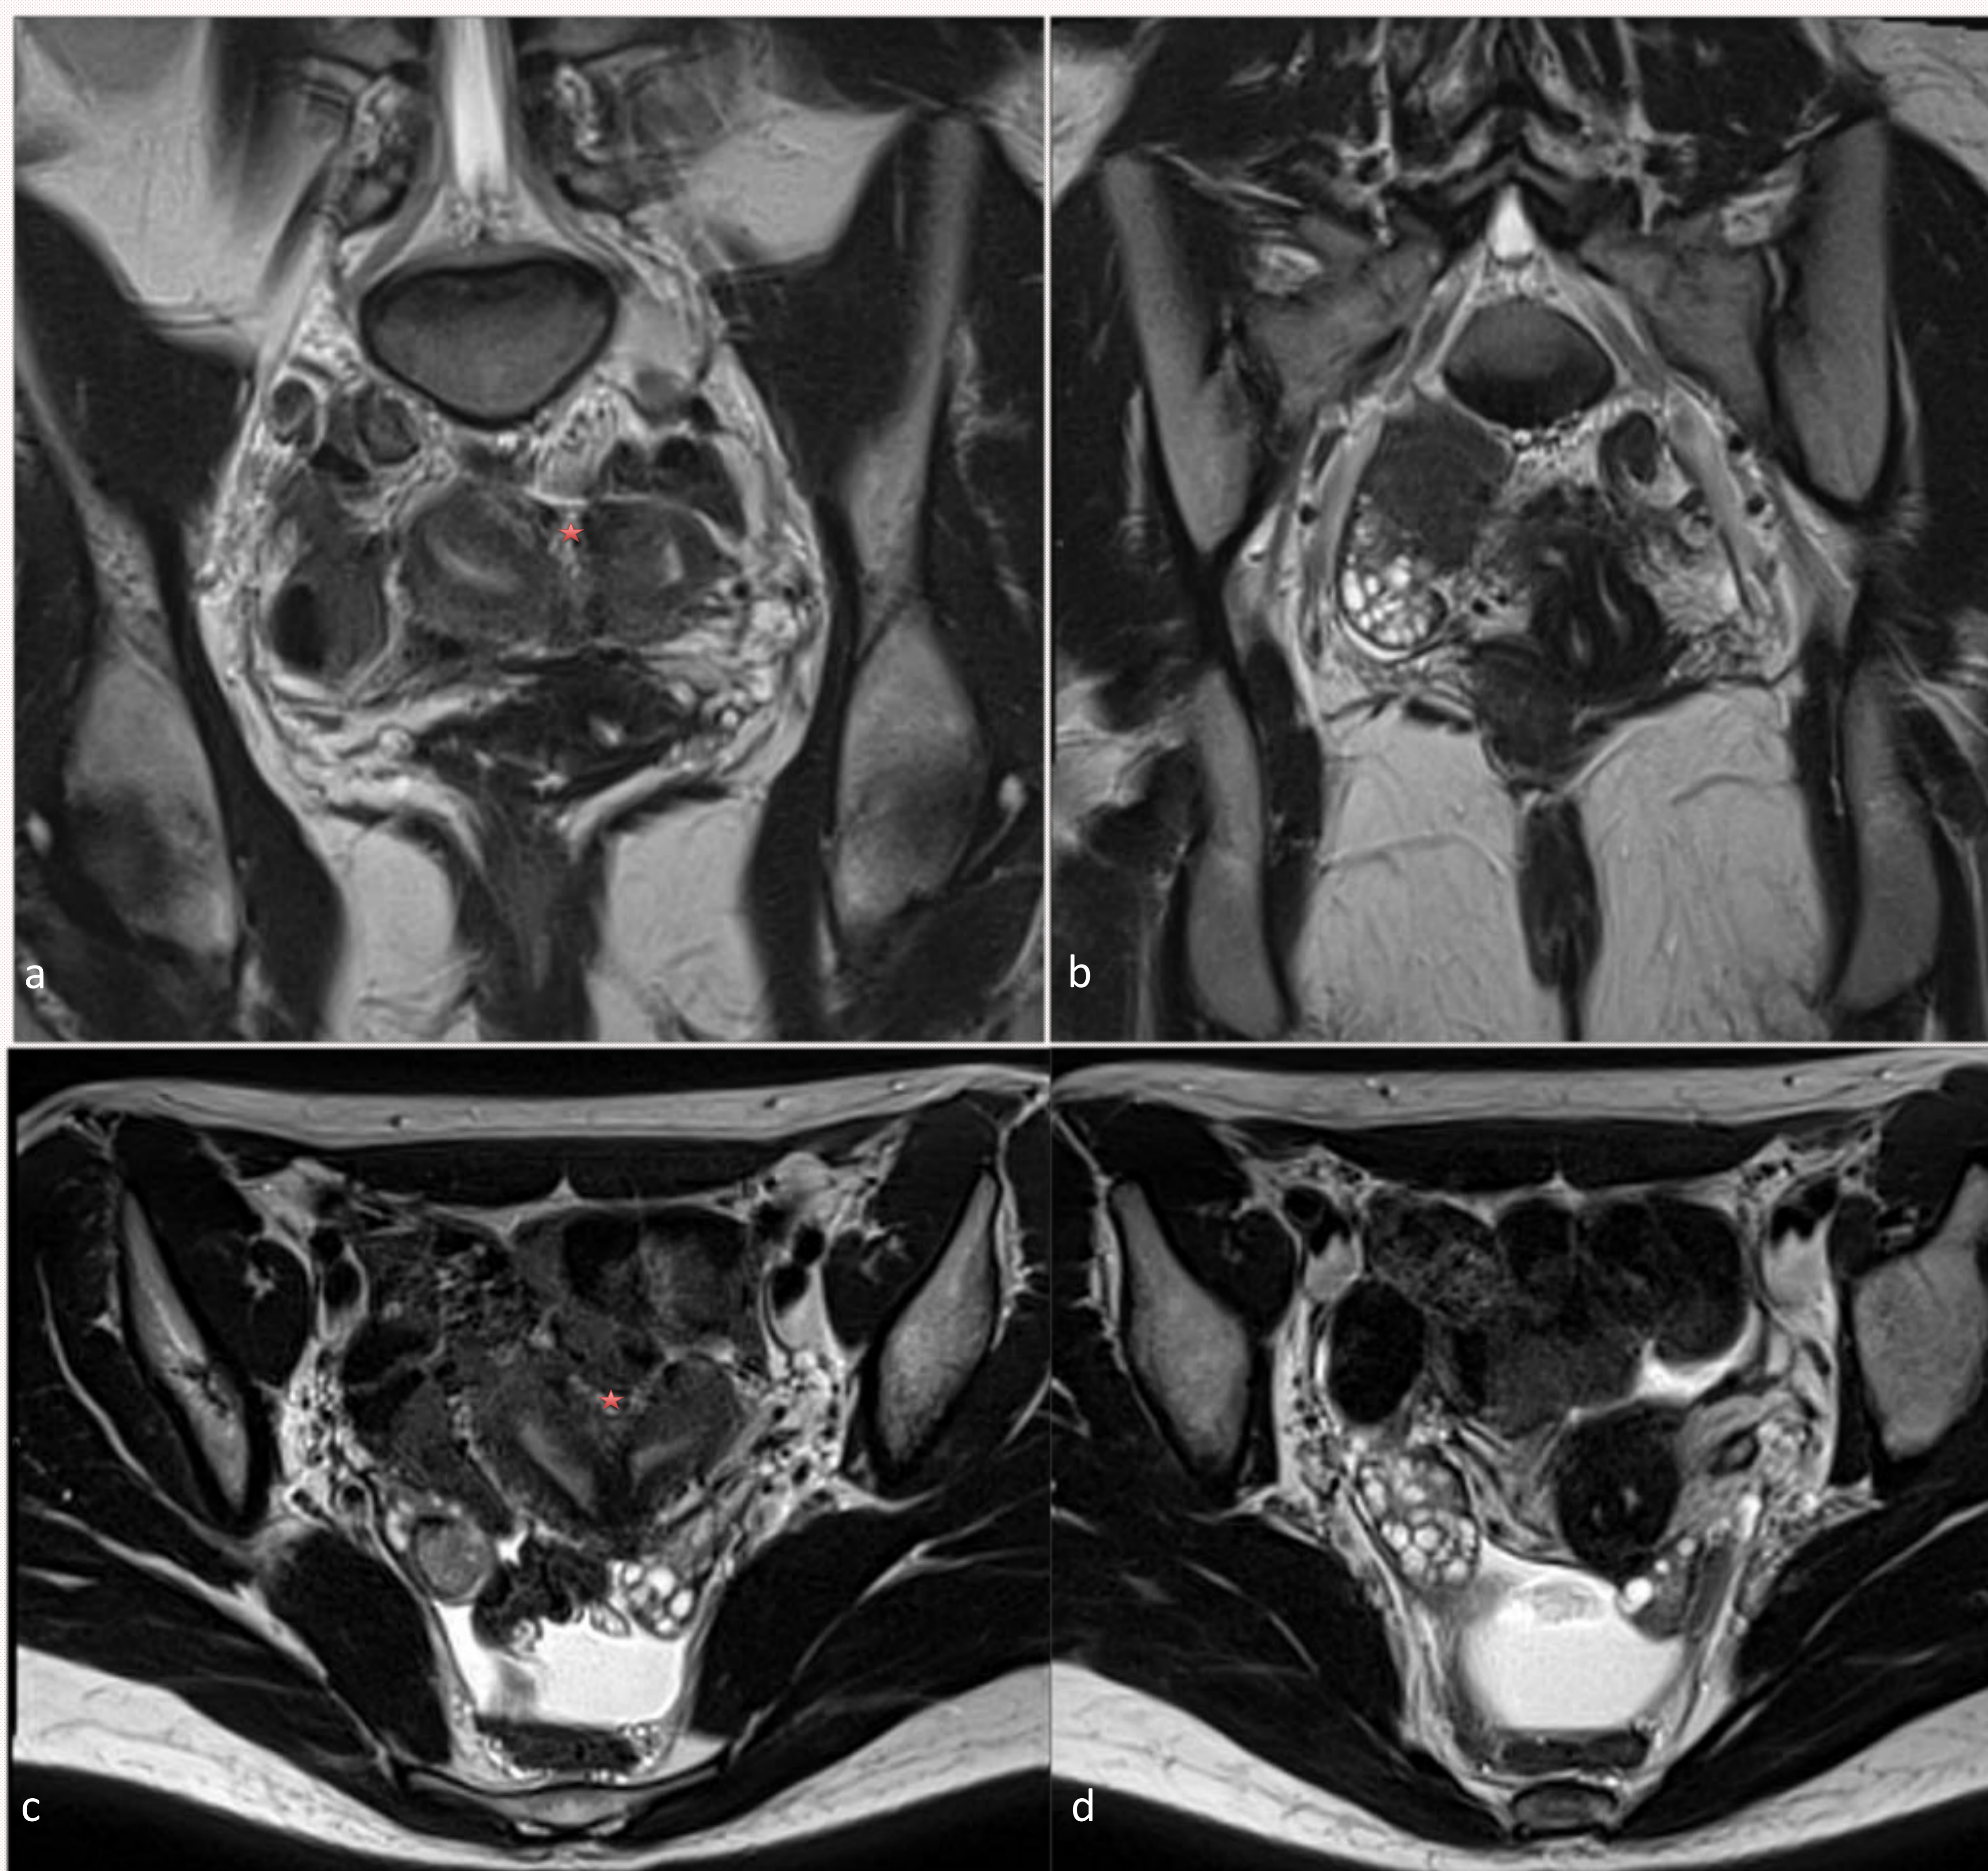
Paciente de 20 años que consulta por dismenorrea. En ecografía transvaginal se detecta útero didelfo
